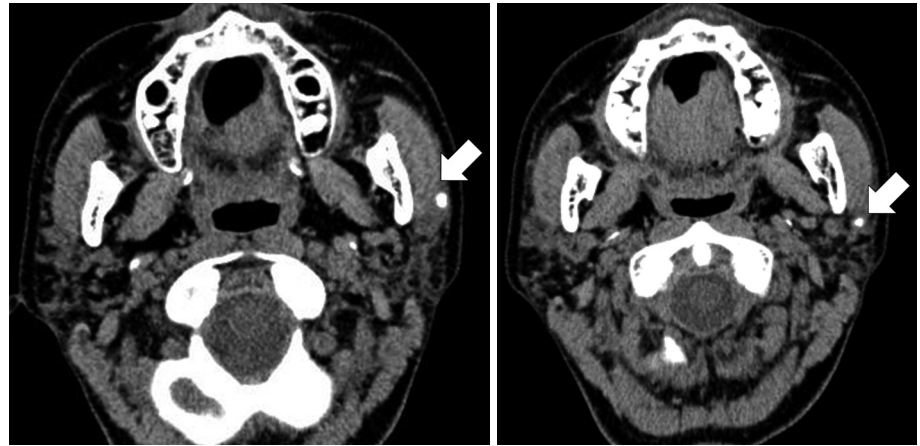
Axial non-enhanced CT: 0.6 cm sized double stones in superficial lobe of parotid gland left (arrow).
